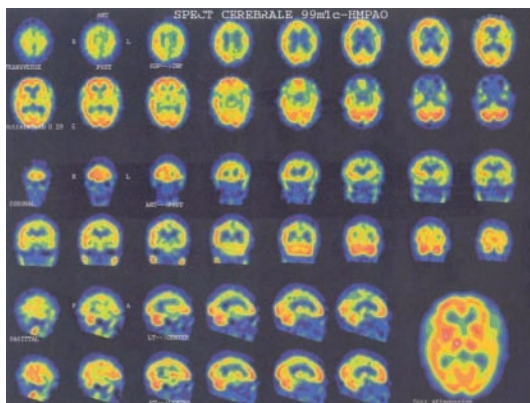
SPECT cerebrale.
